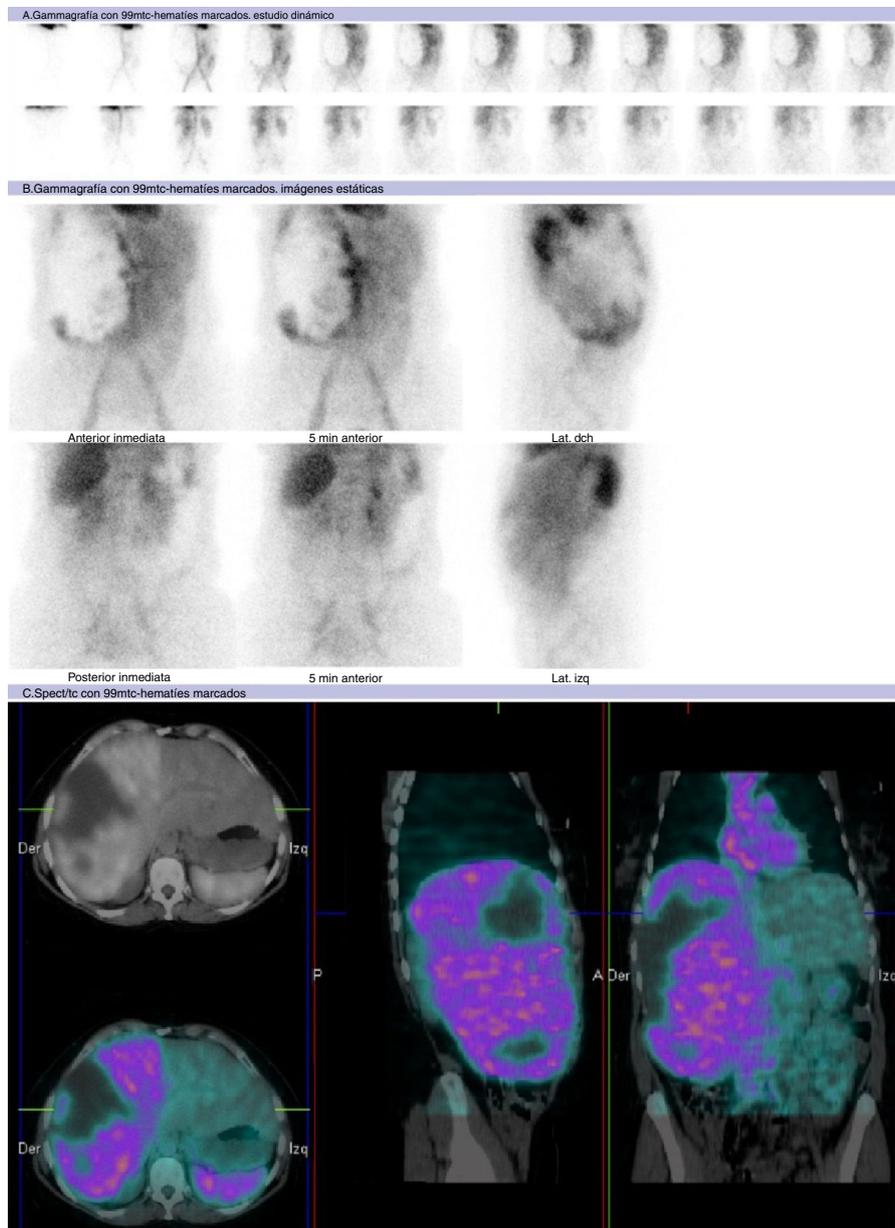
Gammagrafía con ^{99m}Tc -hematíes autólogos marcados (A: estudio dinámico; B: imágenes estáticas; C: imágenes tardías; D: imágenes de fusión SPECT/TC), mostrando aumento marcado del metabolismo en LHD (C) con relación a hemangioma, respecto al resto del hígado que muestra captación homogénea. Dentro del hemangioma se observan áreas de ausencia total de captación en probable relación con infartos o zonas necróticas intralesionales.
